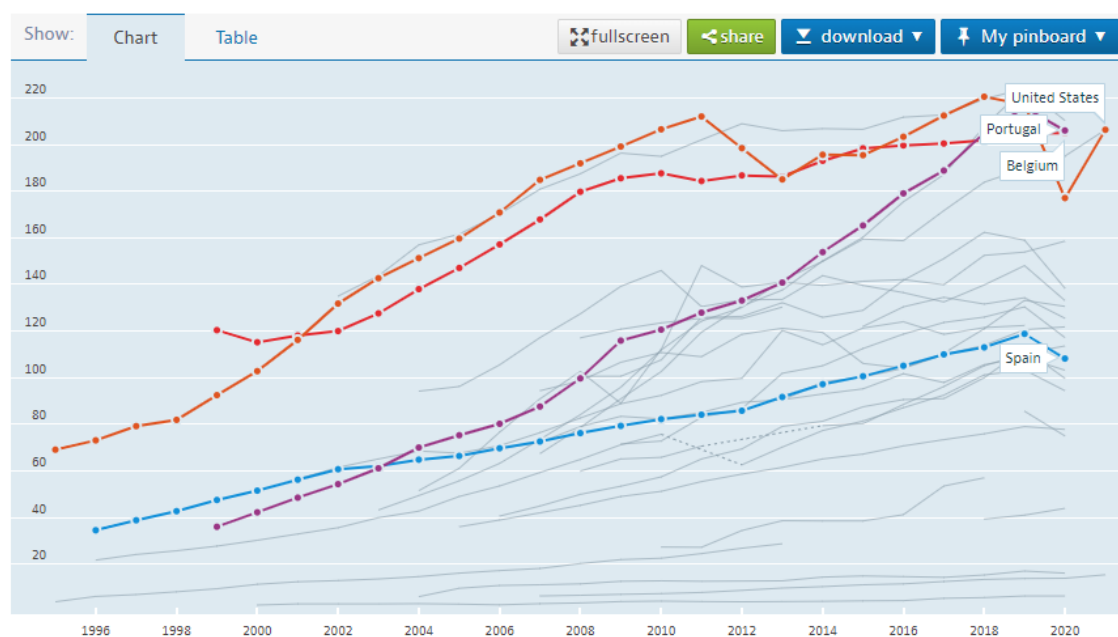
Tendência de crescimento global do volume de Tomografia Computorizadas desde 1996 até 2021 (Dados disponibilizados pela OCDE em <https://data.oecd.org>).
